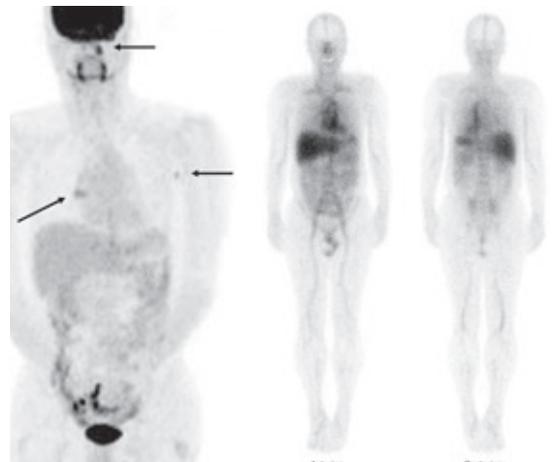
ゼヴァリン治療前 FDG-PET/CT MIP 画像。左腋窩、右肺門、上咽頭左側に集積増加(矢印)を認め、リンパ腫病変の再燃が示唆された。
